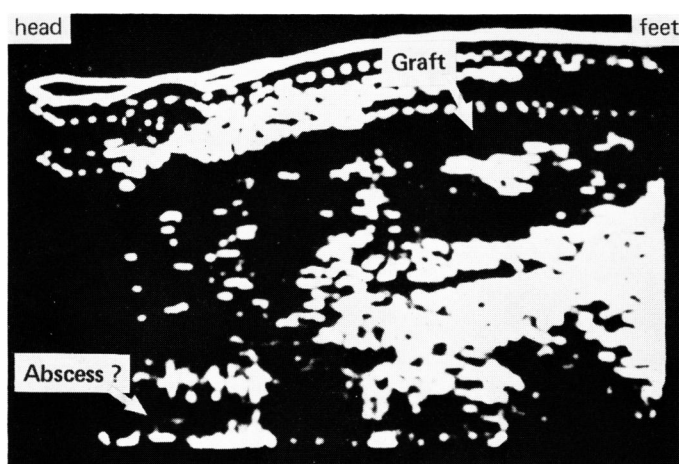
Ultrasonography (B-scope) on the 39th postoperative day. Retroperitoneal abscess was not clearly demonstrated.
